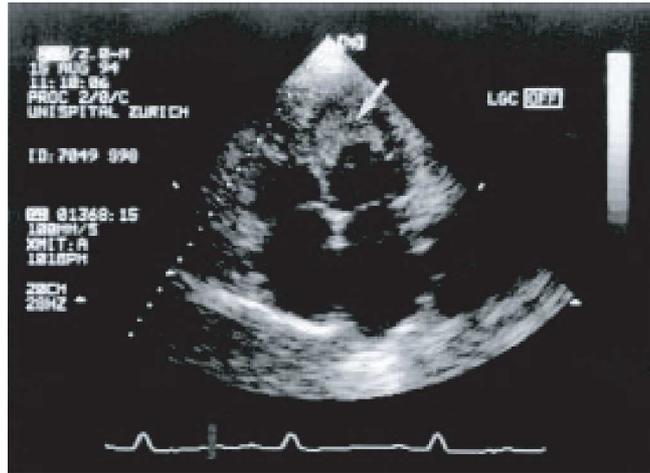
Ecocardiografia bidimensional (plano apical das quatro câmaras) de um paciente com leucemia eosinofílica e endocardite de Löffler do ventrículo esquerdo. O ventrículo é globular e pequeno. [Adaptado de: Hess *et al.* (2009)]
